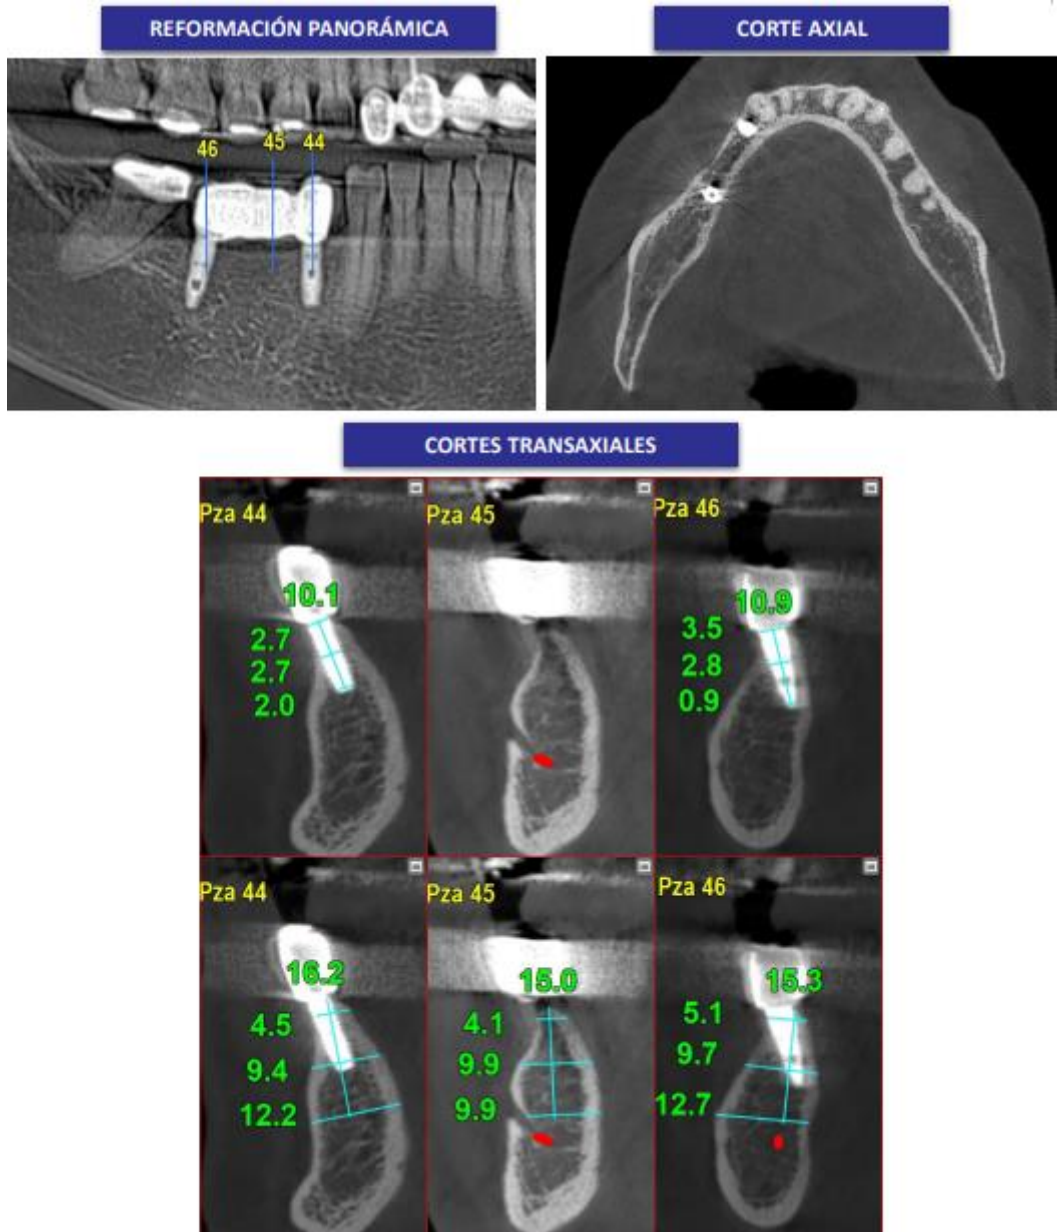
Tomografía Computarizada Cone Beam
